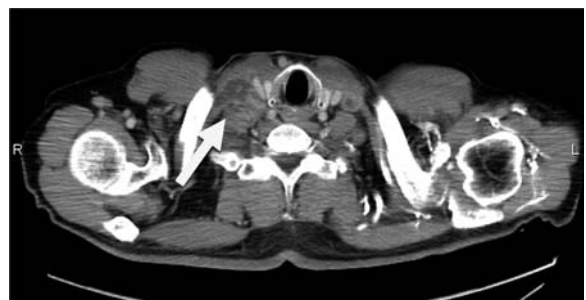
Thoraco-abdominal computed tomography revealed axillary lymphadenopathy with necrosis.
